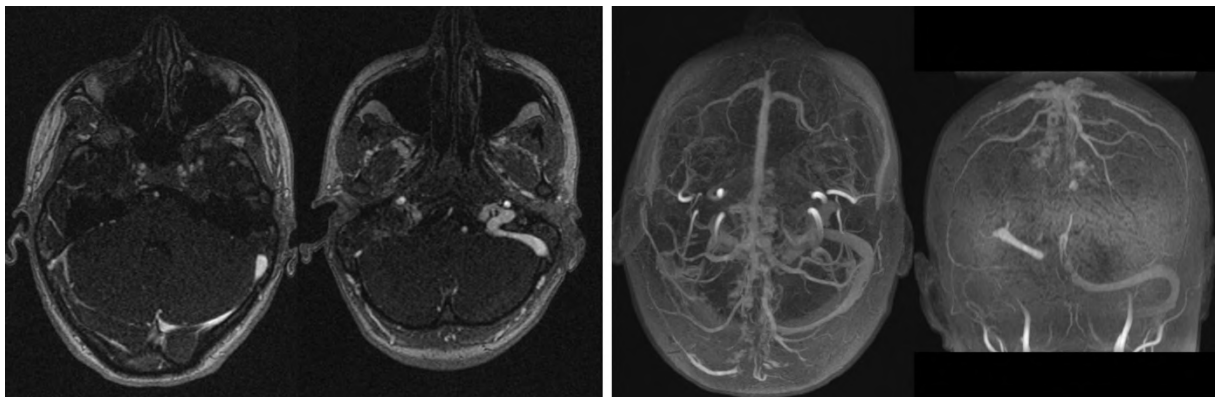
Angio-IRM veineuse avec reconstruction 3D mettant en évidence une TVC étendue à droite de la veine jugulaire, du sinus sigmoïde, du sinus latéral ainsi que des deux tiers postérieurs du sinus longitudinal sagittal médian.
